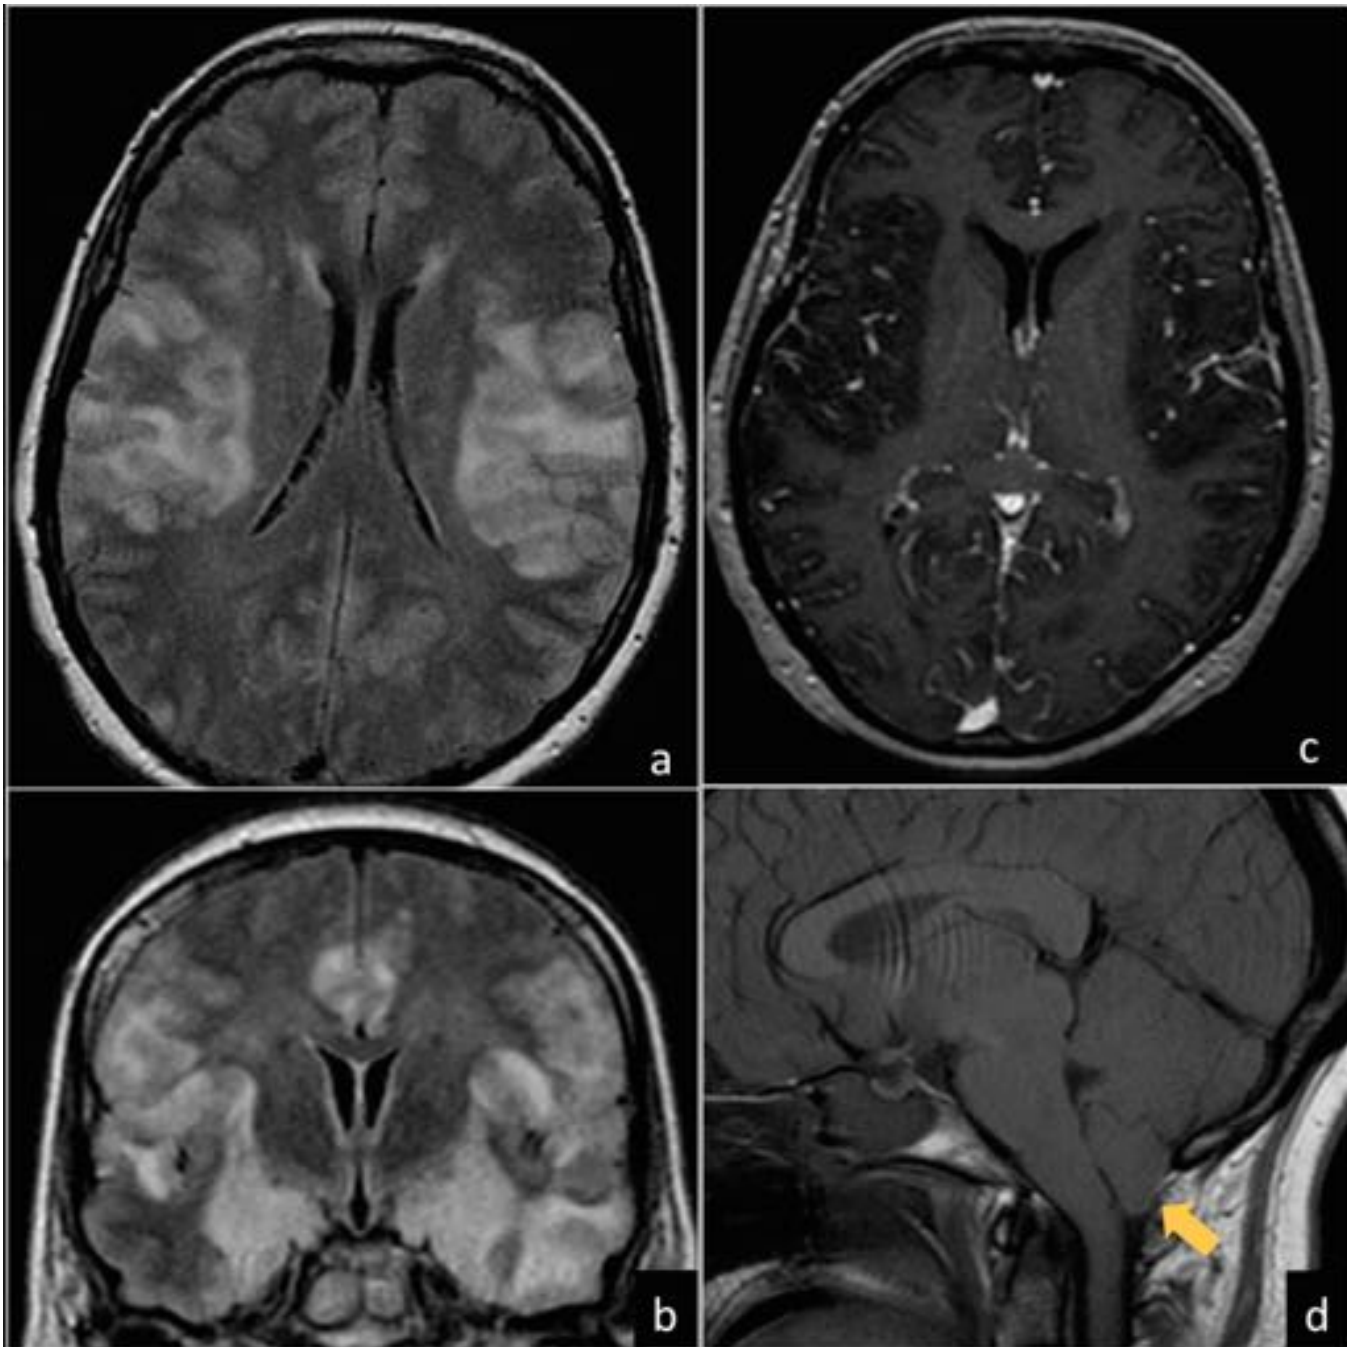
RM encefálica en paciente con enfermedad de Creutzfeldt-Jacob. Se visualiza marcado engrosamiento y tumefacción generalizada del córtex de ambos hemisferios cerebrales, con aumento simétrico de la señal en FLAIR (a y b) en corteza frontal parasagital, ínsula, cápsula externa y lóbulo temporal medial. En secuencias con CIV (c) se aprecia hipervascularización de estas áreas, sin signos de realce meníngeo. Los hallazgos condicionan herniación de amígdalas por el agujero magno (d).
